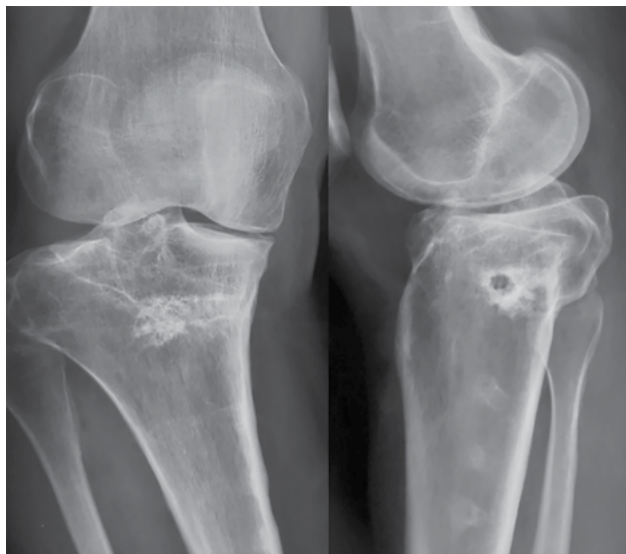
Radiografía frente monopodálica y perfil de rodilla derecha, prequirúrgicas.
